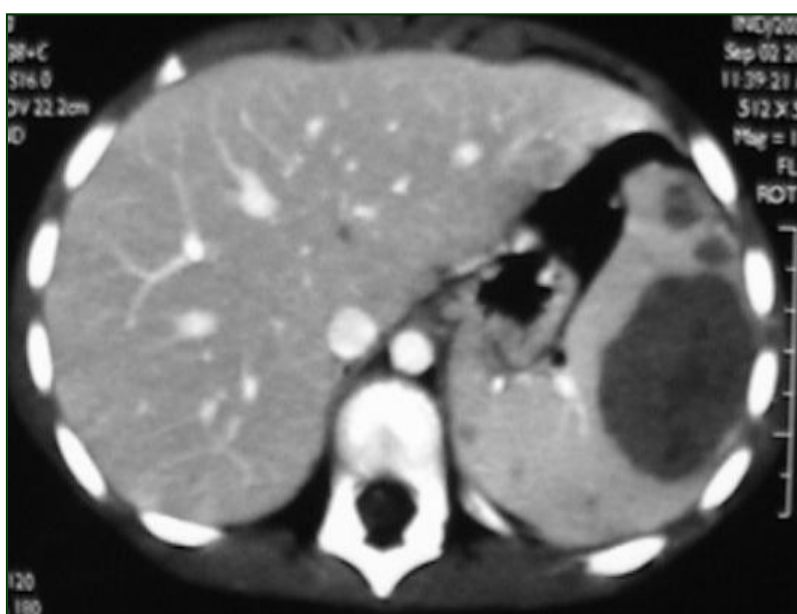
TDM abdominale en coupe axiale C + montrant une splénomégalie avec de larges nodules nécrosés.
